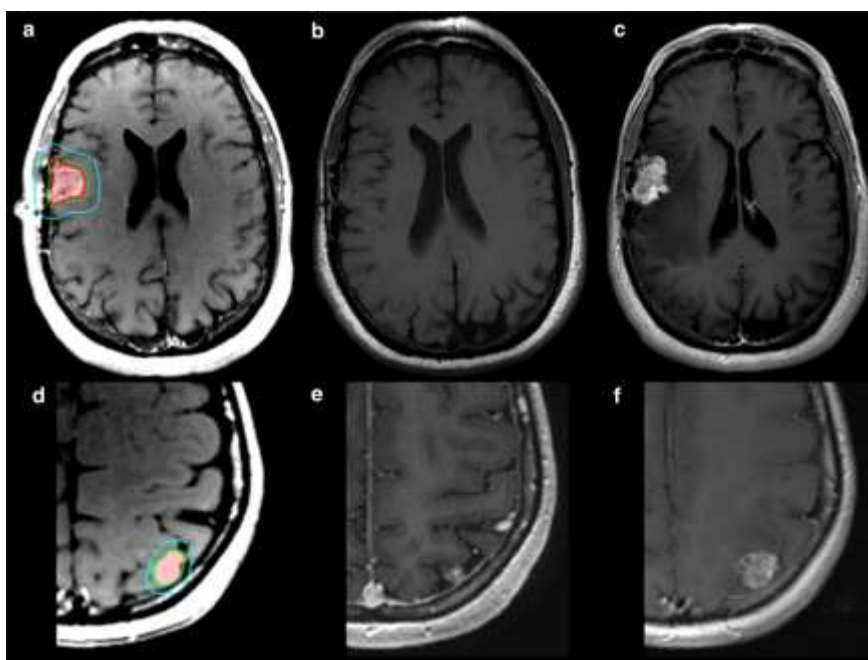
Muestra la dificultad para distinguir entre radionecrosis (c) y pseudoprogresión (f). Imágenes superiores (a-c): (a) Corresponde a una cavidad posquirúrgica en la región frontal derecha tratada con SRS (b) RMN de seguimiento realizada 1.8 años después, sin alteraciones. (c) Aparición de necrosis postradiación 3.5 años post-SRS. Imágenes inferiores (d-f): (d) Metástasis circunscrita en región parietal izquierda tratada con SRS. (e) RMN de seguimiento mostrando control tumoral local 2.5 años después de la SRS (f) RMN que evidencia recurrencia local metastásica 3.8 años post-SRS.
